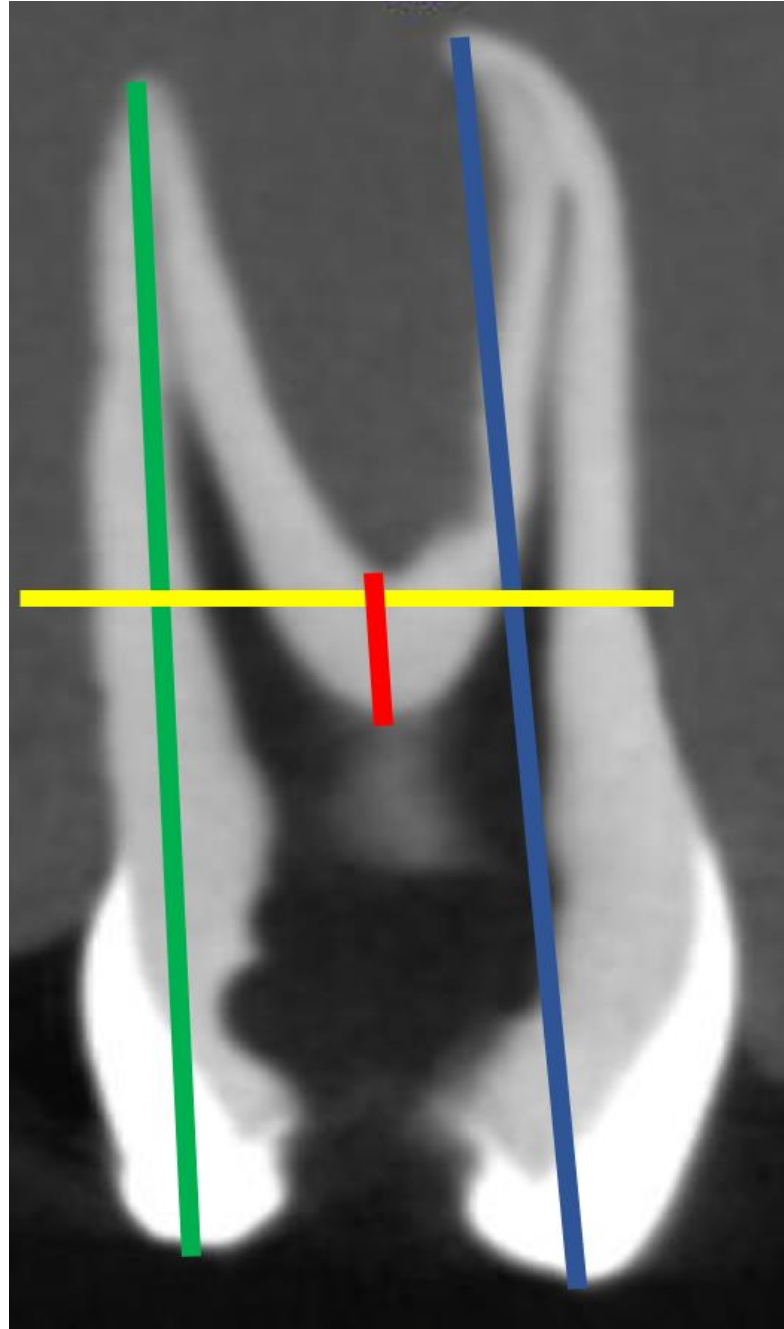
Imagem de tomografia computadorizada de feixe cônico (plano sagital) mostrando o comprimento real do dente, (linha vertical azul – raiz vestibular, linha vertical verde – raiz palatina), a altura do tronco (linha vertical vermelha) e a região de análise do desgaste e remanescente cervical (linha horizontal amarela 0,5 mm coronal à região de furca).
